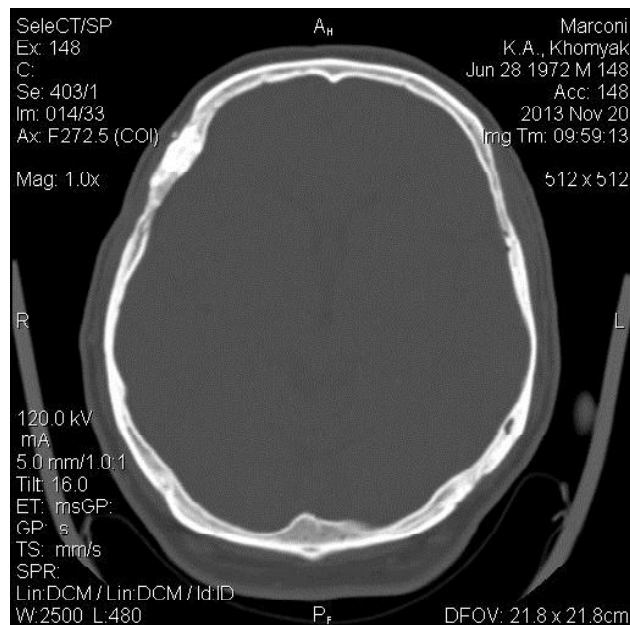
Комп'ютерна томограма хворого Х. (історія хвороби № 380) через 7 років після краніопластики. (щільність тканин в зоні контакту кістка-імплантат за Хоулсфілдом - 1306 HU).
